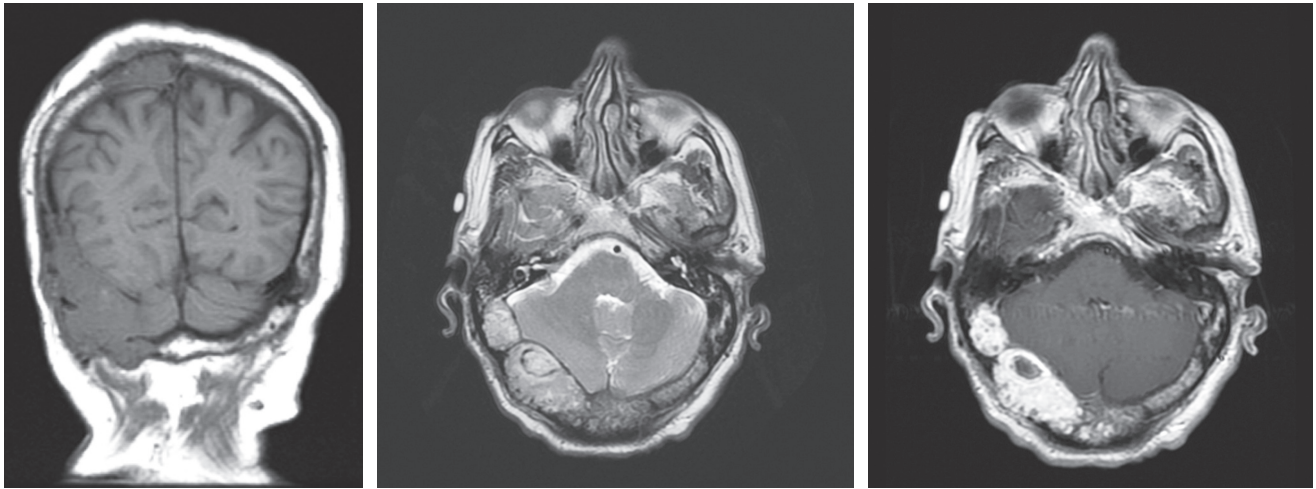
(a) Corte de resonancia magnética potenciada en T1, en plano coronal. Se aprecian 2 imágenes osteolíticas hipointensas en los huesos parietal y occipital del lado derecho. (b) Corte axial de resonancia magnética, potenciada en T2, donde se visualiza la lesión occipital osteolítica discretamente hiperintensa que asocia componente de partes blandas. (c) Corte axial de resonancia magnética, potenciada en T1, tras administración de gadolinio. La lesión osteolítica visualizada se muestra realzada e hiperintensa.
